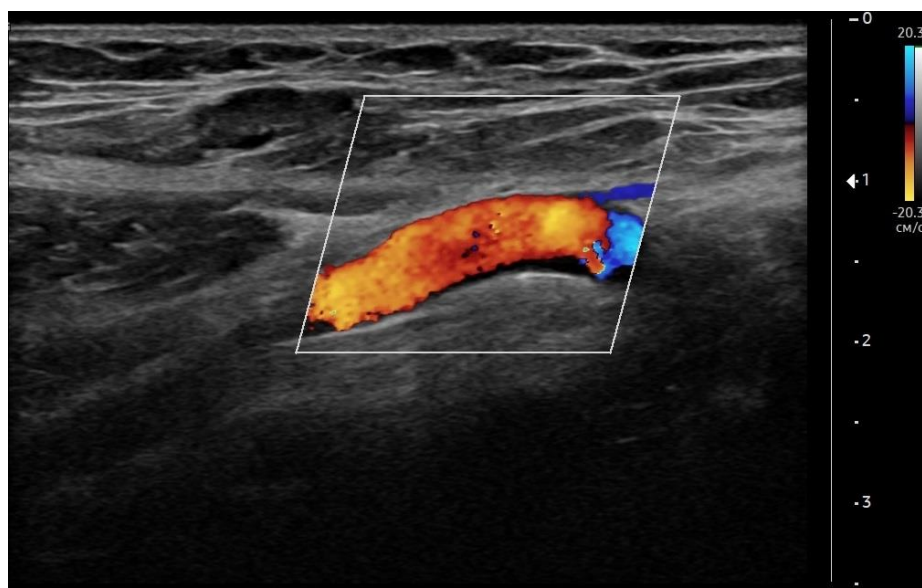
УЗИ. Режим доплеровского цветного картирования. Определяется кровоток в нижней глубокой эпигастральной артерии.
